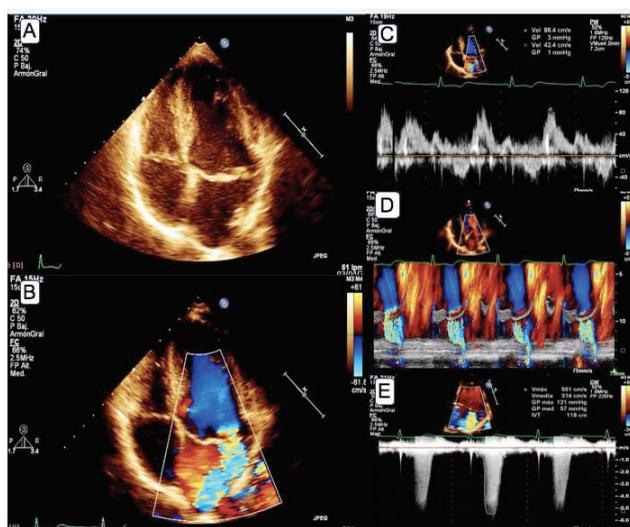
Prolapso valvular mitral y regurgitación moderada a severa. (A) Vista cuatro cámaras apical del VI: válvula mitral mixomatosa con evidencia de prolapso bivalvar. (B) Regurgitación valvular mitral excéntrica que llega hasta el techo de la aurícula izquierda. (C) Flujo-jograma mitral con ausencia de hiperflujo valvular. (D) Modo M color muestra jet regurgitante que no ocupa toda la sístole ventricular, confinada a la mesotesístole. (E) Doppler continuo transvalvular mitral.
